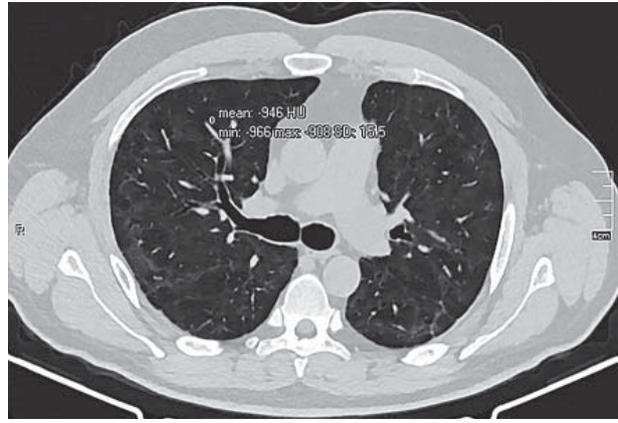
КТ ОГК хворого А. на тому самому рівні через 7 міс від початку моніторингу. Аксіальний зріз
